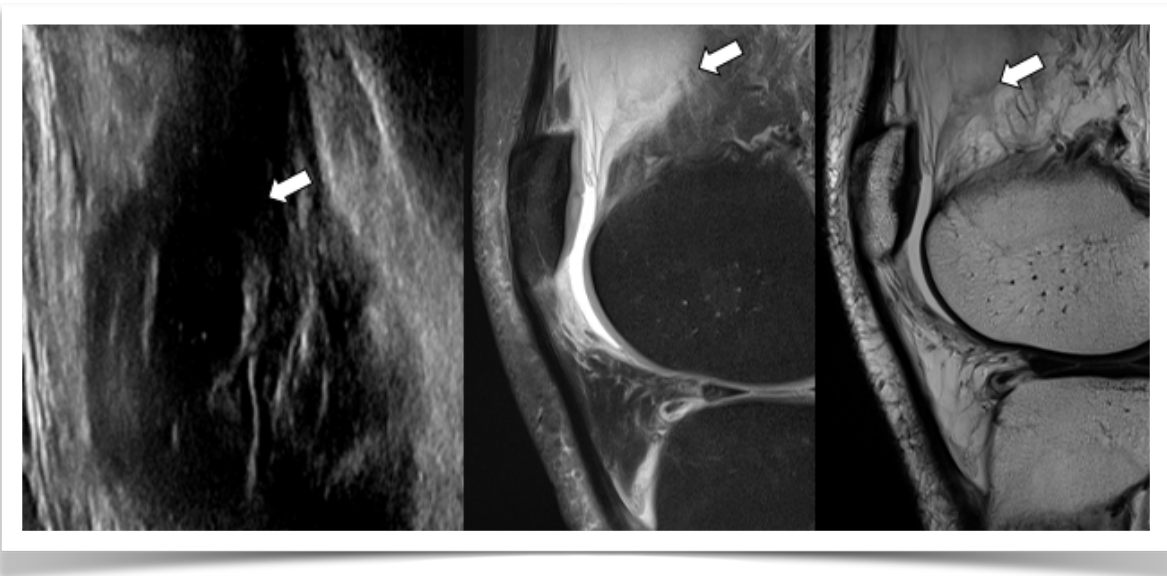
Derrame- sinovitis. US y RM secuencias sagitales DP con supresión grasa y T2. En US se observa líquido anecogénico (flechas) con debris ecogénico y en RM líquido de alta señal en secuencias sensibles a líquido con debris de baja señal compatible con engrosamiento sinovial.
